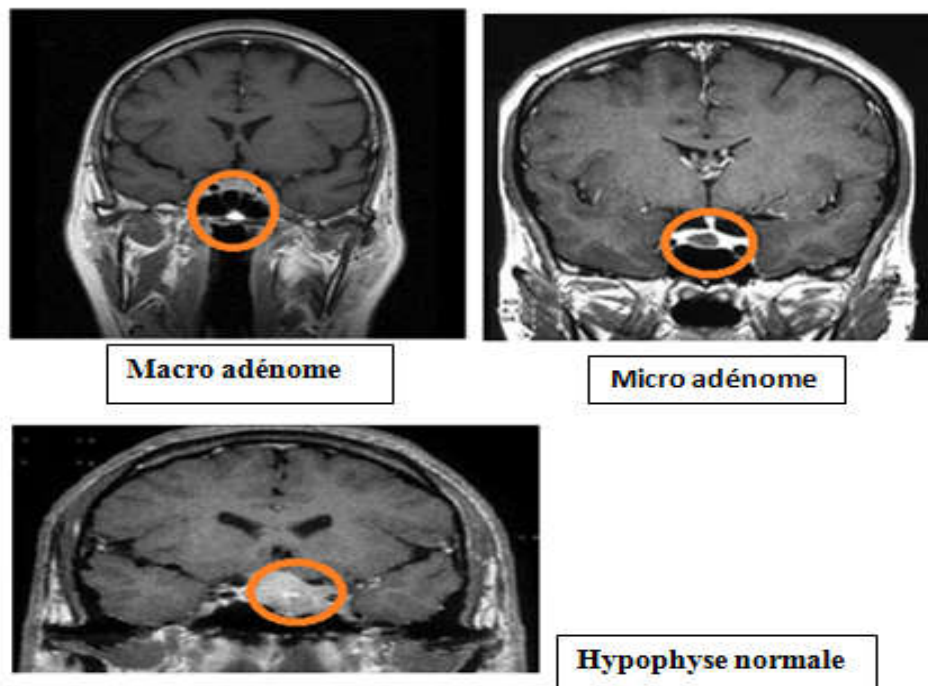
Hypophyse normale, Macro adénome et microadénome hypophysaire en IRM. (Bruckert, 2005).
